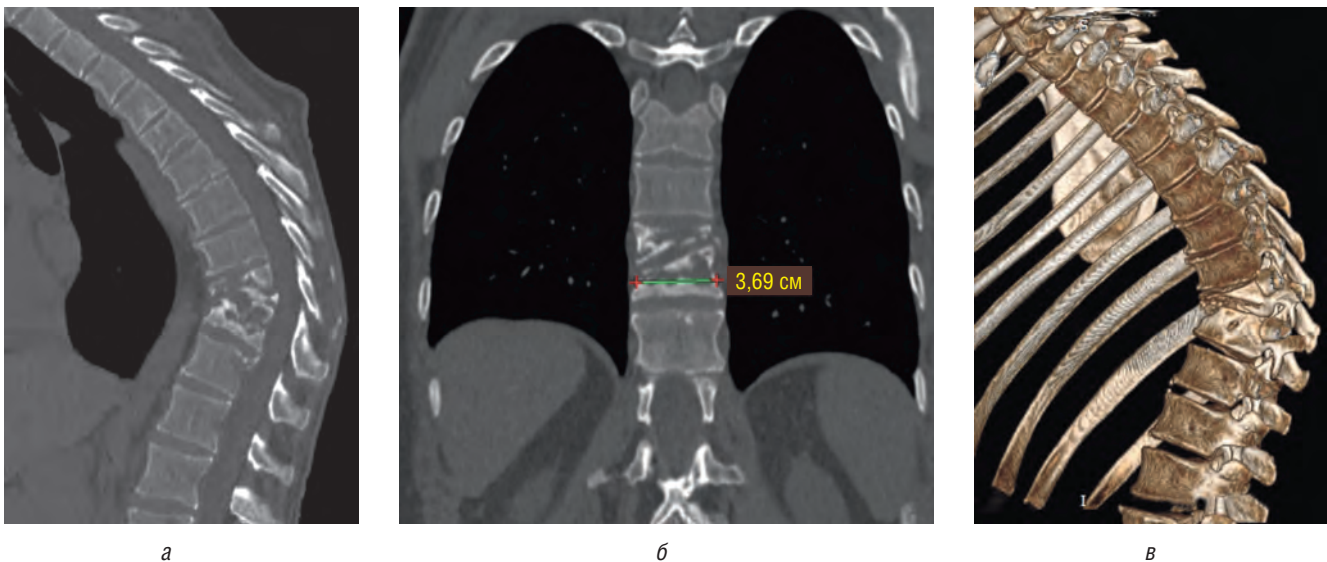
МСКТ грудного отдела позвоночника пациента И., 47 лет: боковая (а), прямая (б) проекции и 3D-реконструкция (в). Определяется глубокая контактная деструкция тел Th_X-Th_{XI}. Нижнегрудные тела позвонков разрушены субтотально и сближены между собой с формированием кифотической деформации. Межтеловая полость деструкции содержит мелкие секвестры. Паравerteбральные мягкие ткани не утолщены
